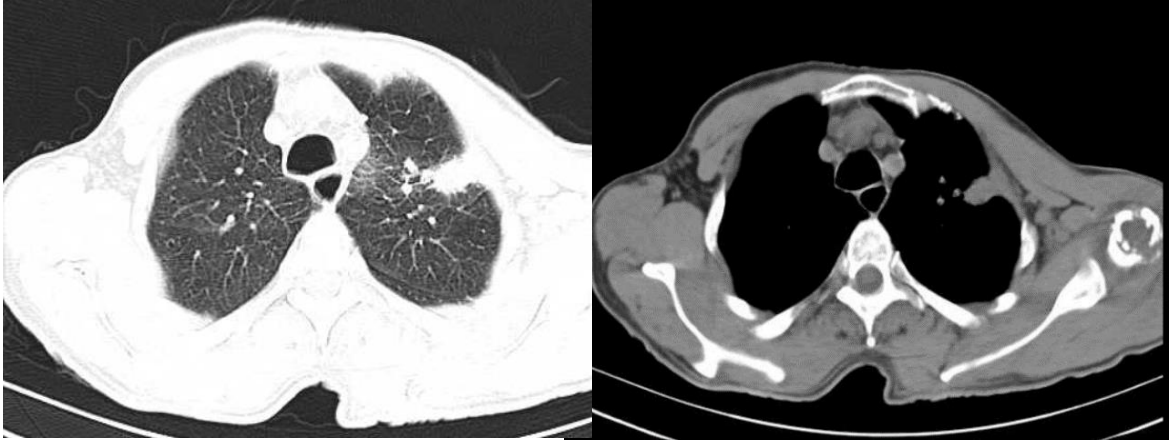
Tomografia de tórax evidenciando opacificação nodular com densidade de partes moles. Fonte: Prontuário.
